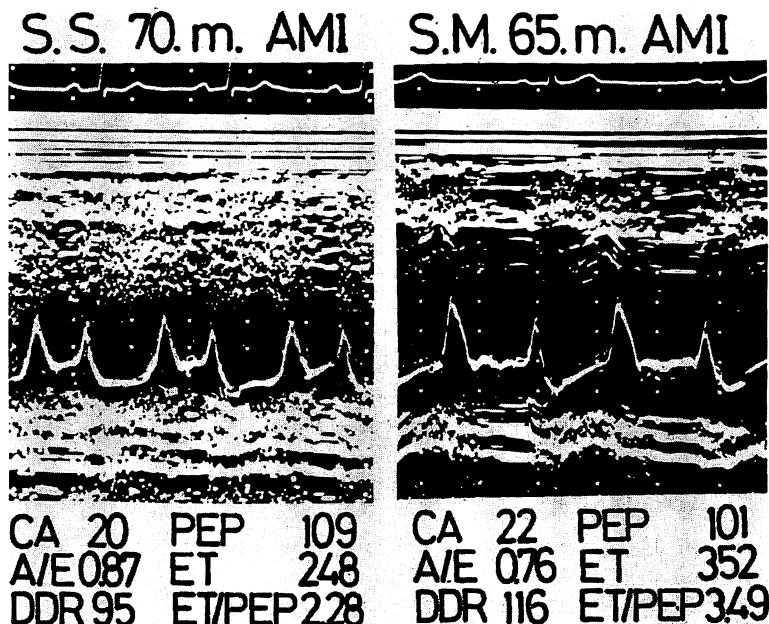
Echocardiograms of the anterior mitral leaflet of cases of myocardial infarction with and without mitral regurgitant murmur.
